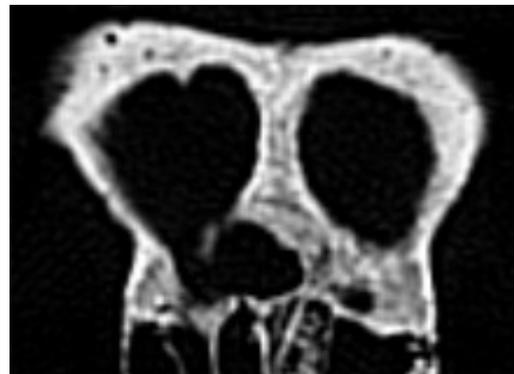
CT von Zaandam 42. Stirnnaht in der coronaren Ebene.
